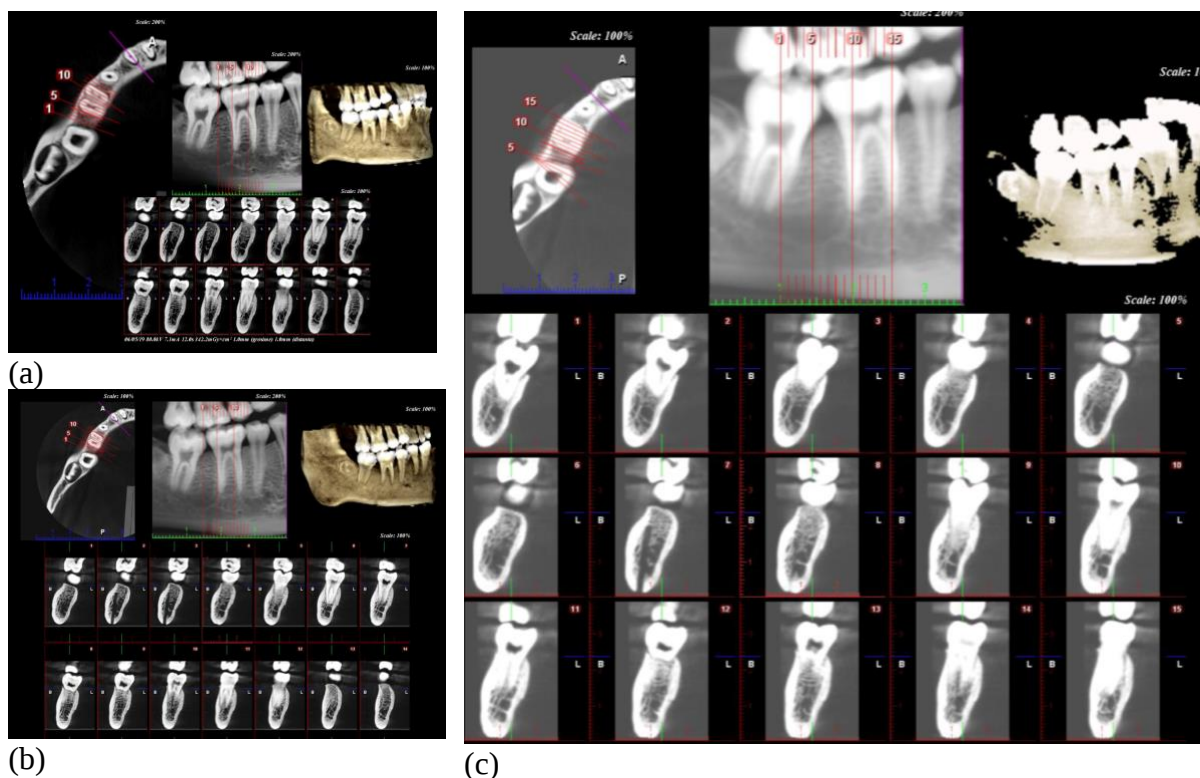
Explorări inițiale ale 46. CBCT protocol 90kV (a); CBCT protocol 80kV (b) și CBCT protocol 70kV (c)
